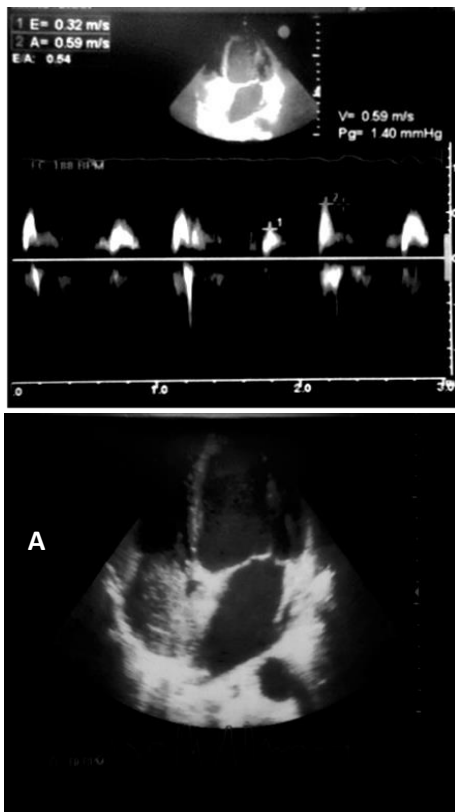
Échocardiographie montre un thrombus au niveau de l'oreillette droite (A, B).
